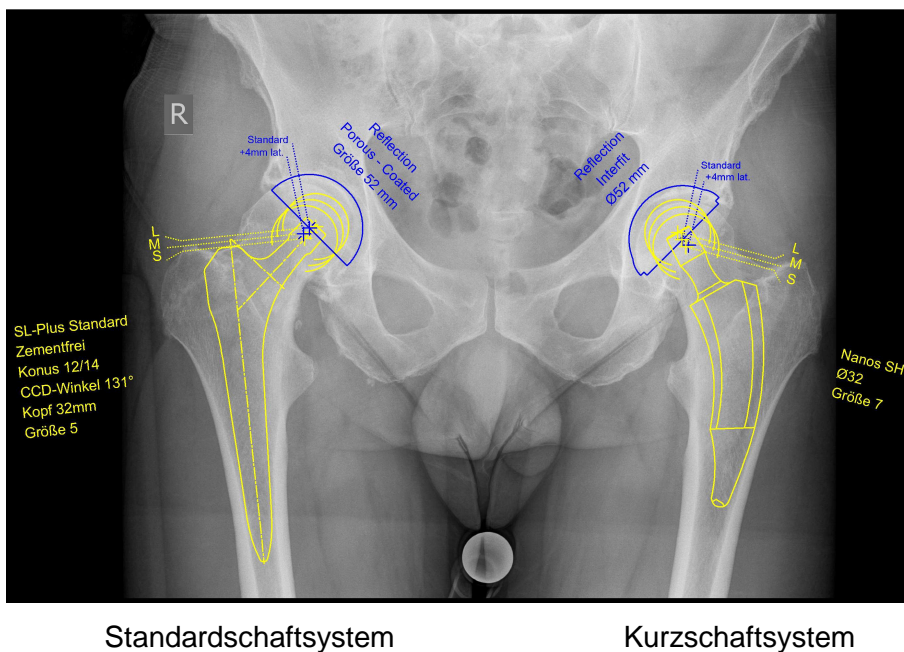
Individuelle Prothesenplanung am Röntgenbild; Größenunterschied von Standard- und Kurzschaftsystem
